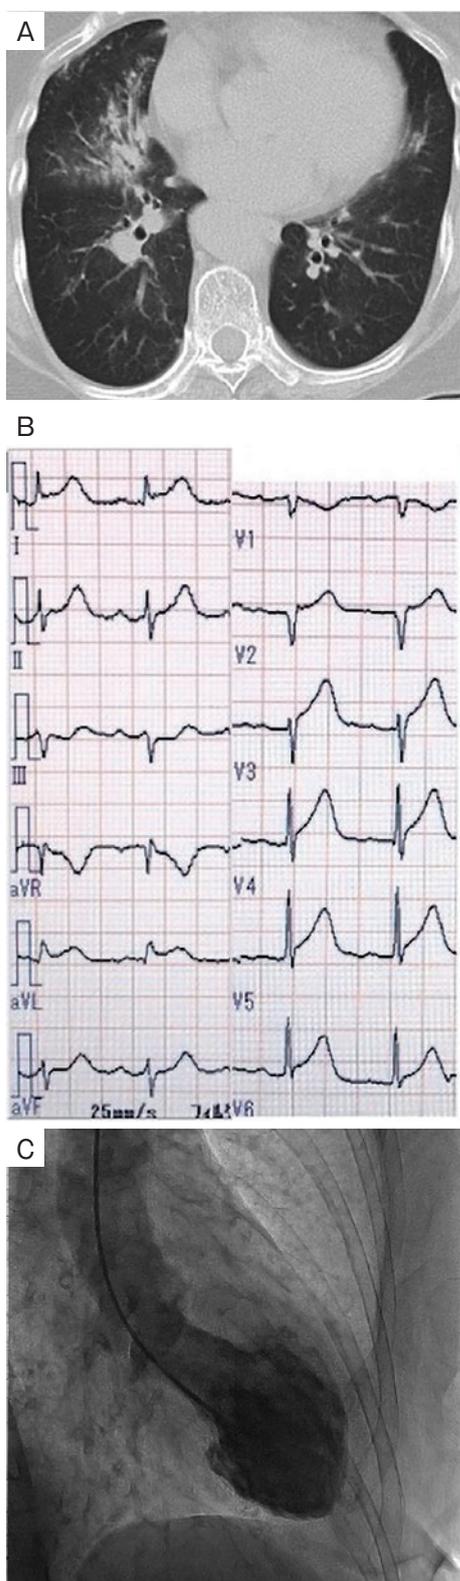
症例1の入院時検査所見. (A) 胸部CT. 右中葉に気管支拡張を伴う浸潤影を認めた. (B) 心電図. I, aVL, V₂~V₆誘導にST上昇を認めた. (C) 左室造影検査所見. 心尖部に風船状の無収縮と心基部の過収縮像を認めた.
